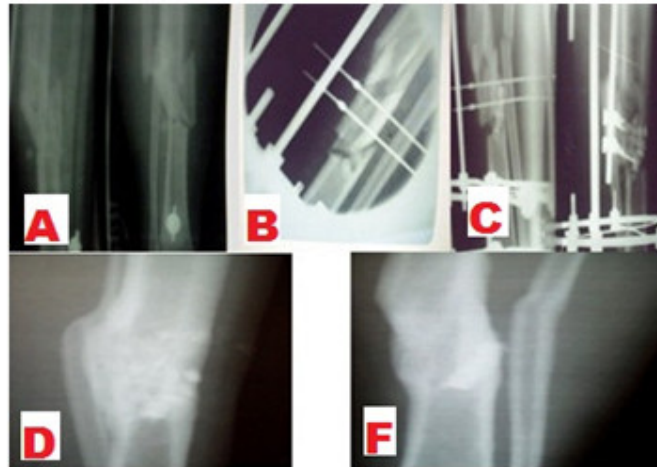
Radiografía de fractura de tibia conminuta cerrada.
